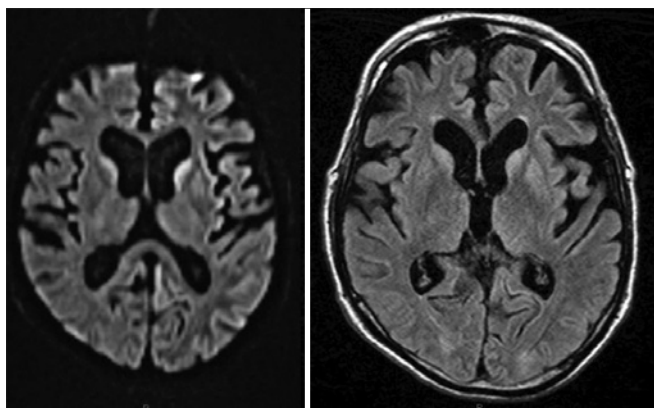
Ressonância magnética de 30 de setembro. Imagens em difusão e FLAIR, respectivamente, demonstrando, além do hipersinal em córtex, o hipersinal em núcleo caudado e putâmen.
